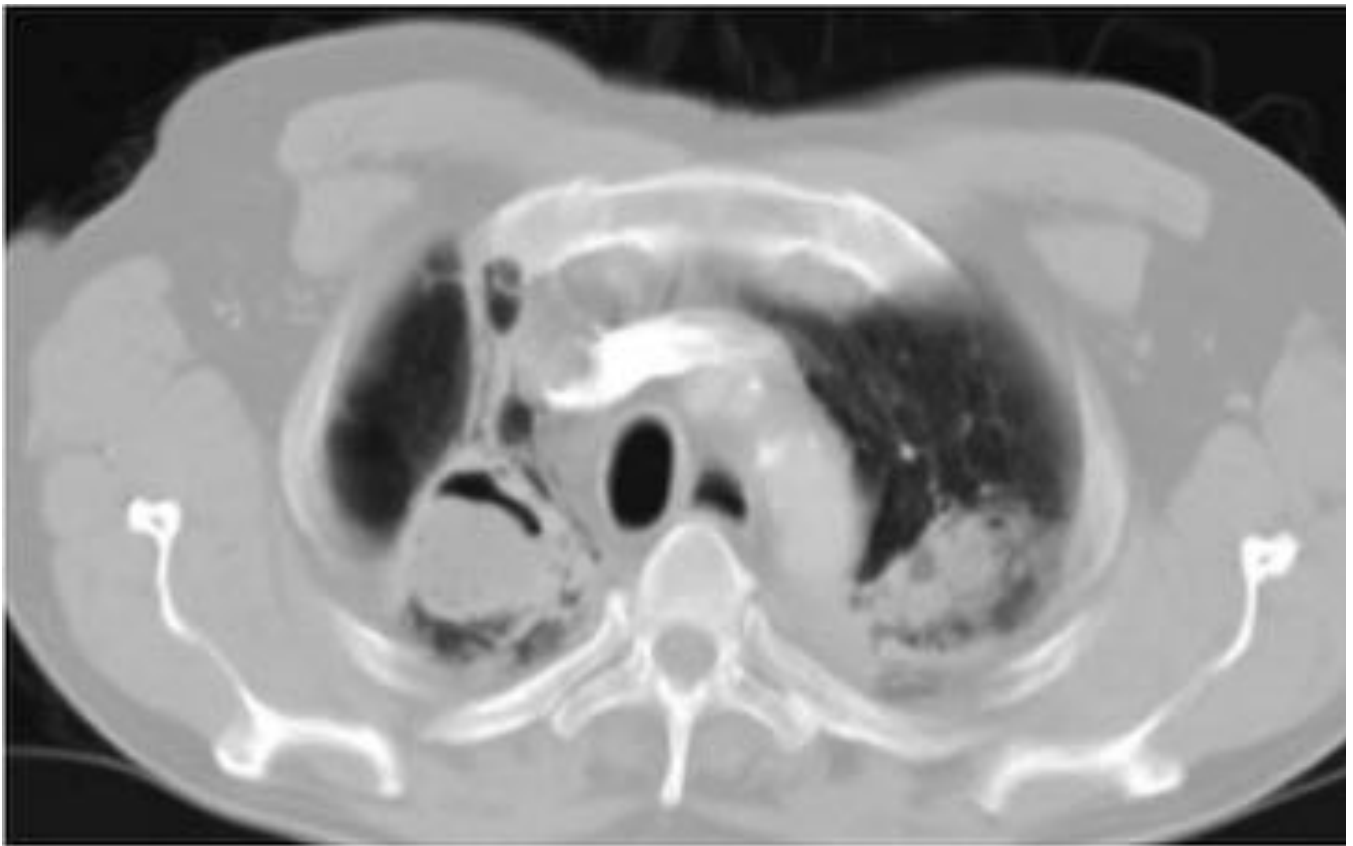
TC del paciente anterior. Cavity tuberculosa en LSD con aspergiloma en su interior.
